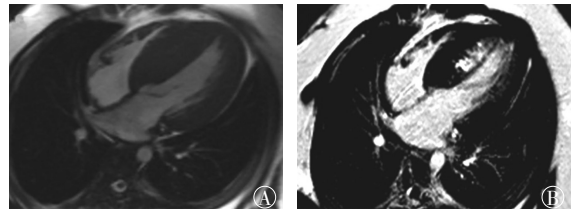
室间隔肥厚伴心肌延迟增强的肥厚型心肌病MRI图像 患儿女性，13岁，四腔心切面。图中，A：亮血电影序列，显示室间隔明显肥厚；B：延迟强化显像，显示肥厚室间隔近心内膜下大片团块状延迟强化。MRI：磁共振成像。
